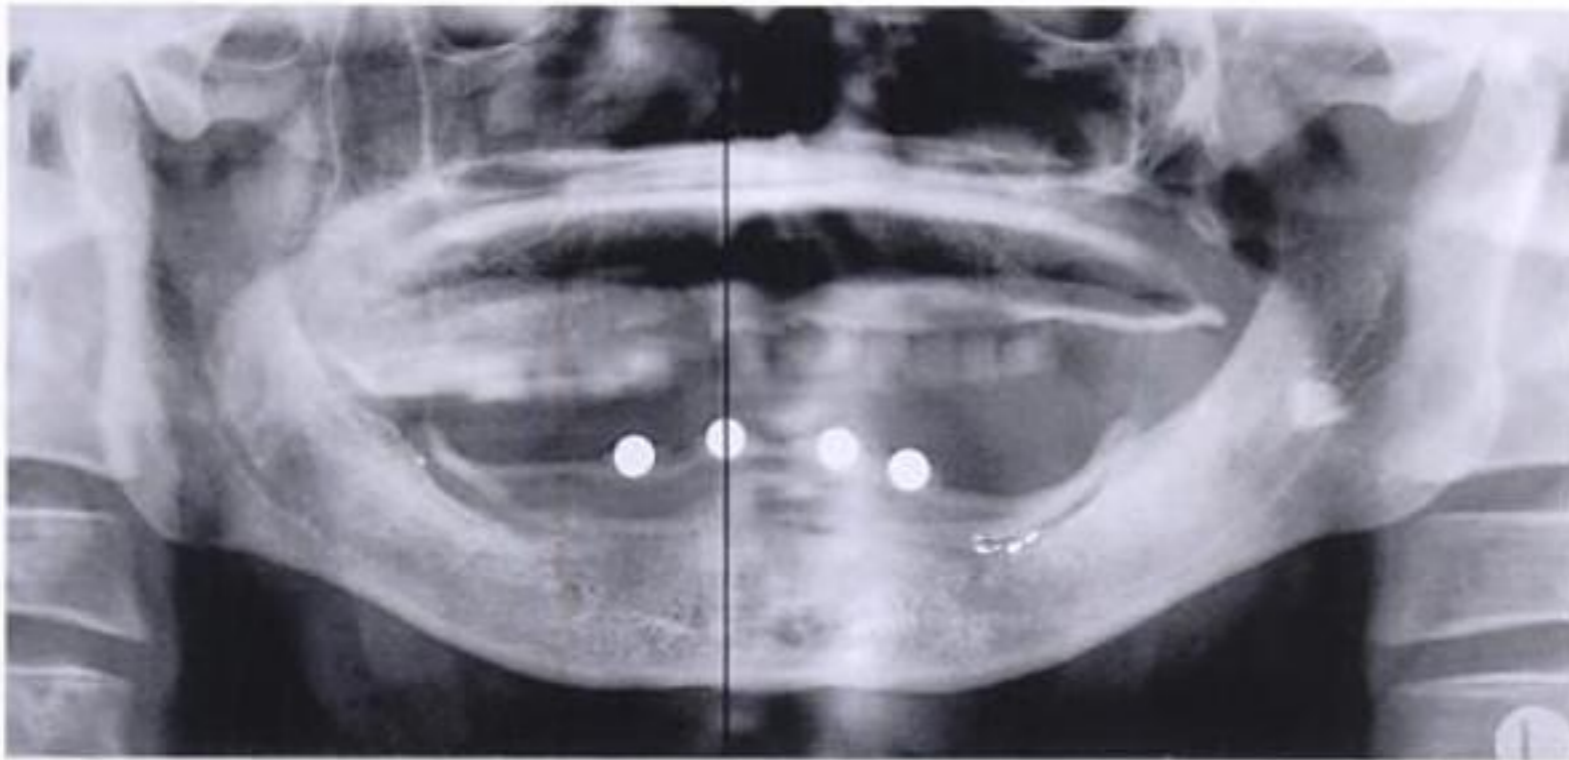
Radiografía panorámica con plantillas con bolas de acero para determinar las relaciones macroscópicas.
